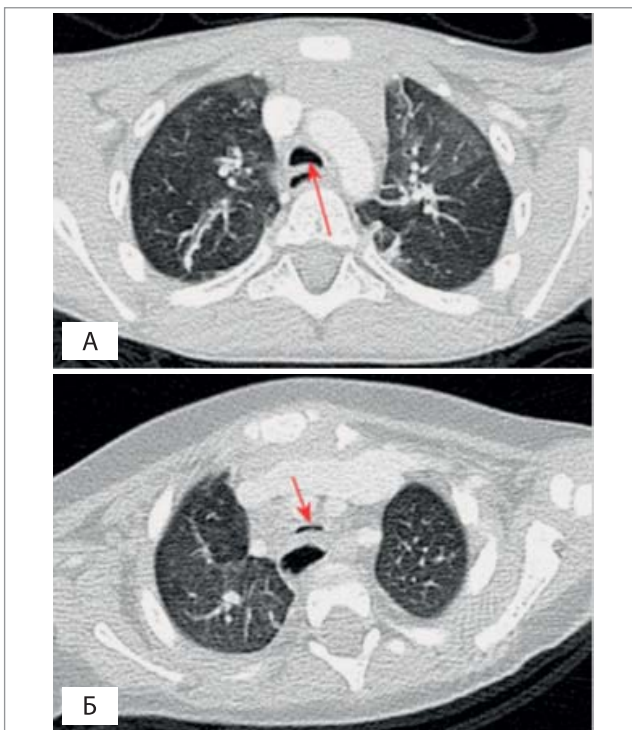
Комп'ютерна томограма у пацієнтів із різними варіантами трахеомалациї. А — ідіопатична трахеомалация, вік 2 роки 4 місяці. Обструкція трахеї за рахунок пролабування розширеної мембранозної частини у просвіт (стрілка). Б — трахеомалация, асоційована з атрезією стравоходу, вік пацієнта 4 місяці. Обструкція трахеї за рахунок втрати каркасності і зближення передньої та задньої стінок
